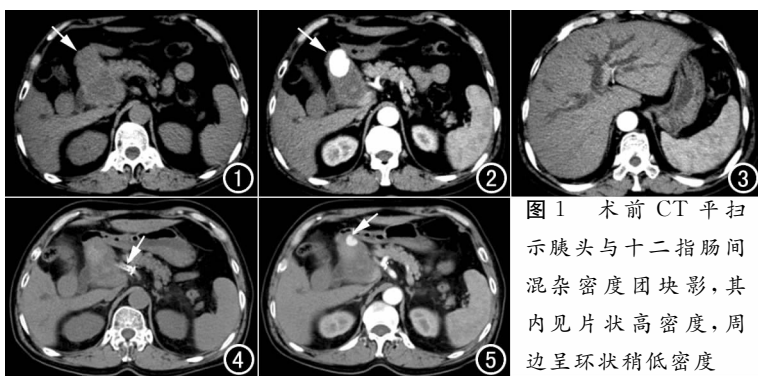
术前 CT 平扫示胰头与十二指肠间混杂密度团块影,其内见片状高密度,周边呈环状稍低密度
